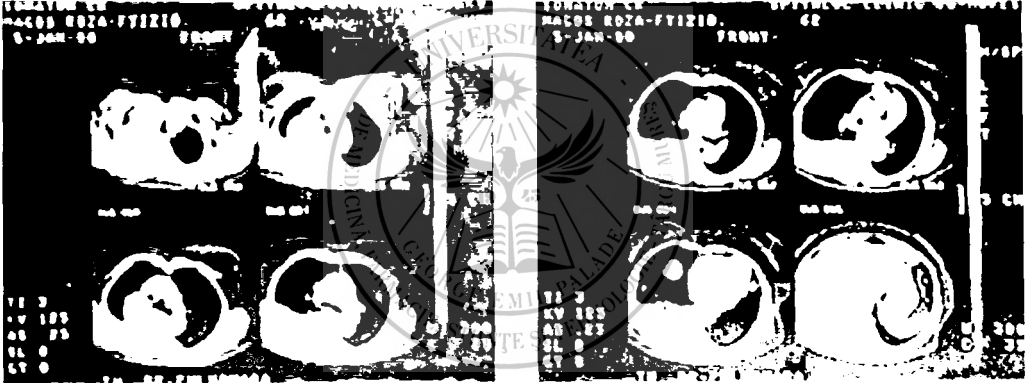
și 4. Examenul CT preoperator
